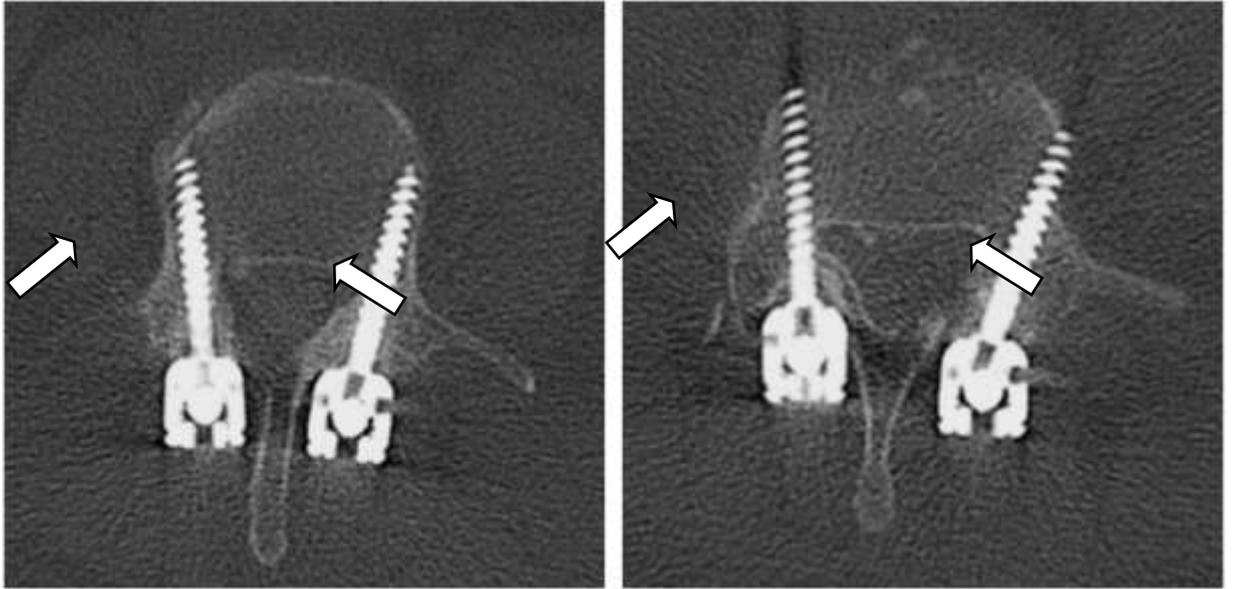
Контрольная МСКТ поясничного отдела позвоночника. Положение металлоконструкции удовлетворительное (стрелками отмечены трасы винтов) (И/б С7023/2019)
